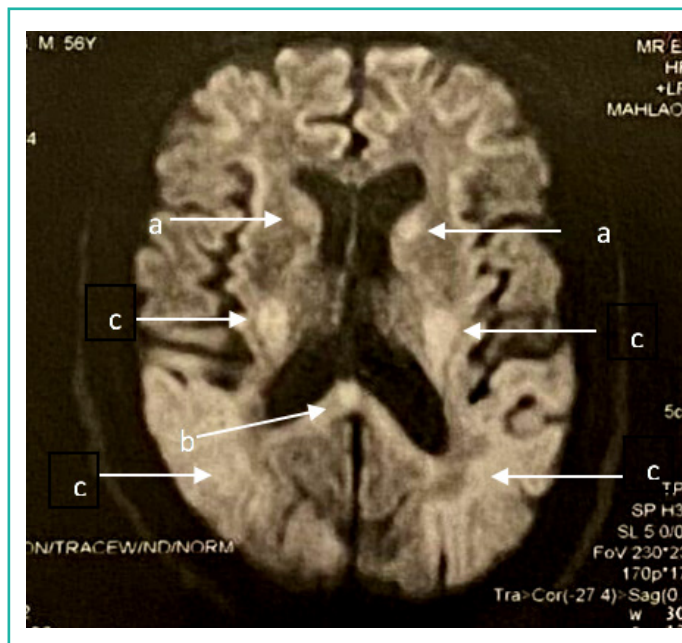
IRM cérébrale : hypersignal en séquence de diffusion montrant une atteinte bilatérale et symétrique des noyaux gris centraux (a), du splénium du corps calleux (b) et une atteinte corticale occipitale et sylvienne (c).
